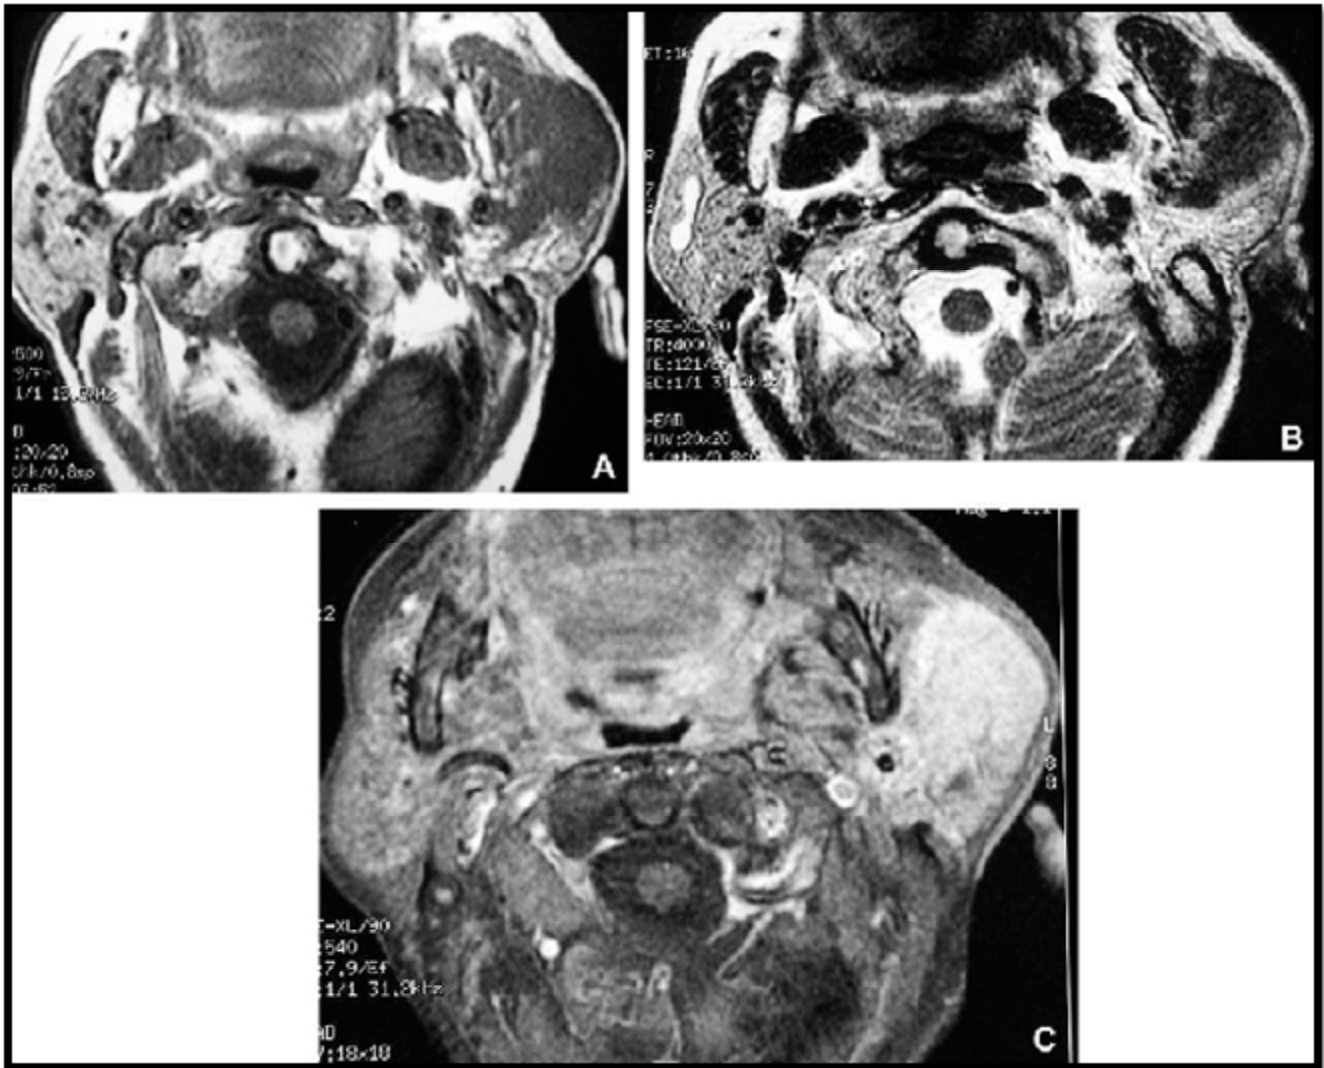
IRM D'UNE TUMEUR MALIGNNE DE LA PAROTIDE GAUCHE. EN PONDERATION T1 (A), LA LESION EST ISO-INTENSE AU PARENCHYME. L'IMPRESSON EST A LA BENIGNITE EN RAISON DE L'HYPERSIGNAL T2 AVEC CAPSULE PERIPHERIQUE (B), DES CONTOURS REGULIERS ET DU REHAUSSEMENT HOMOGENE (C), MAIS LE RAPPORT DU COEFFICIENT D'ADC DE LA TUMEUR SUR CELUI DE LA PAROTIDE SAINE CONTROLATERALE EST BAS (0,8), DONC EN FAVEUR DE LA MALIGNITE
